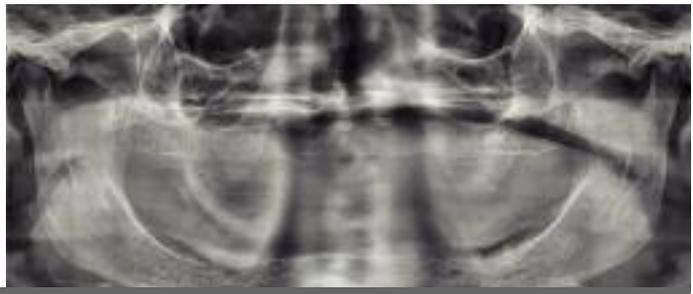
Ortopantomografia digital.
